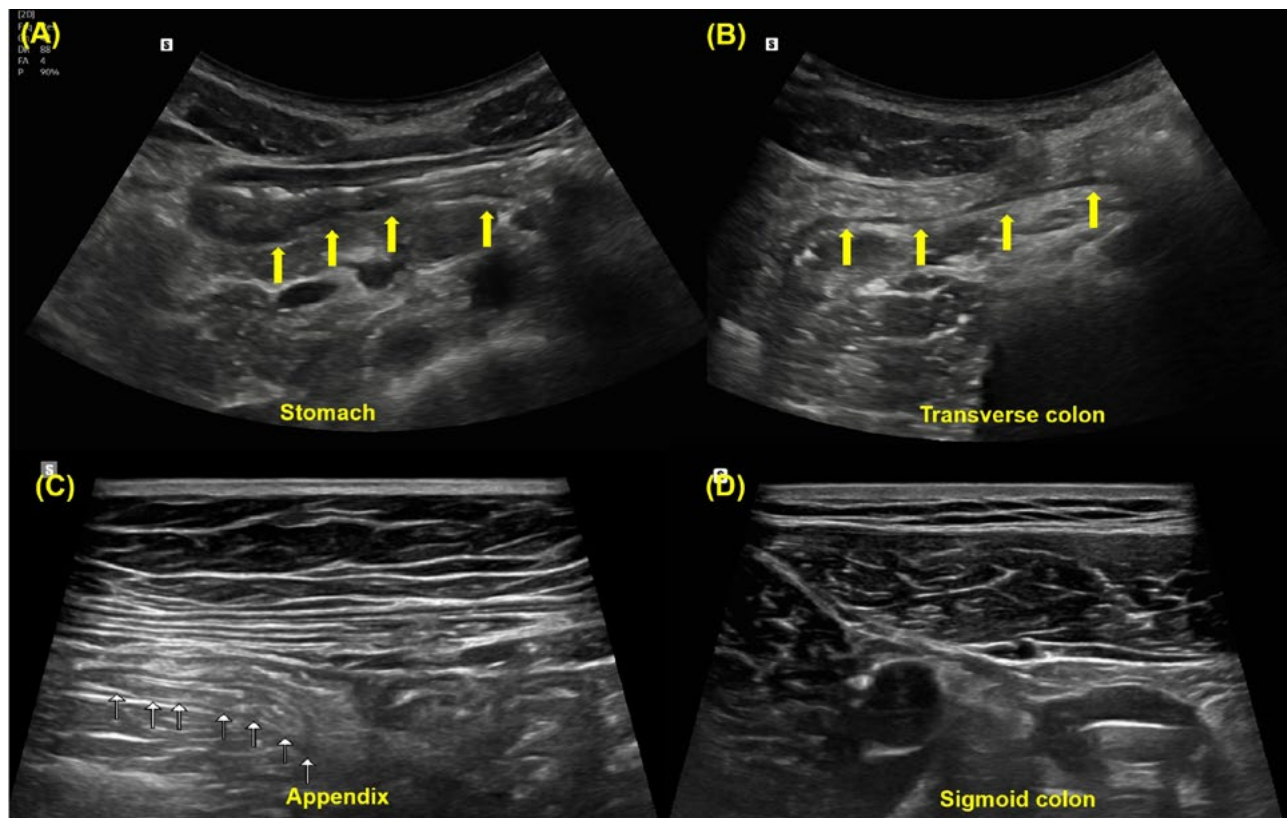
장초음파에서 혼동하기 쉬운 장관의 구별
